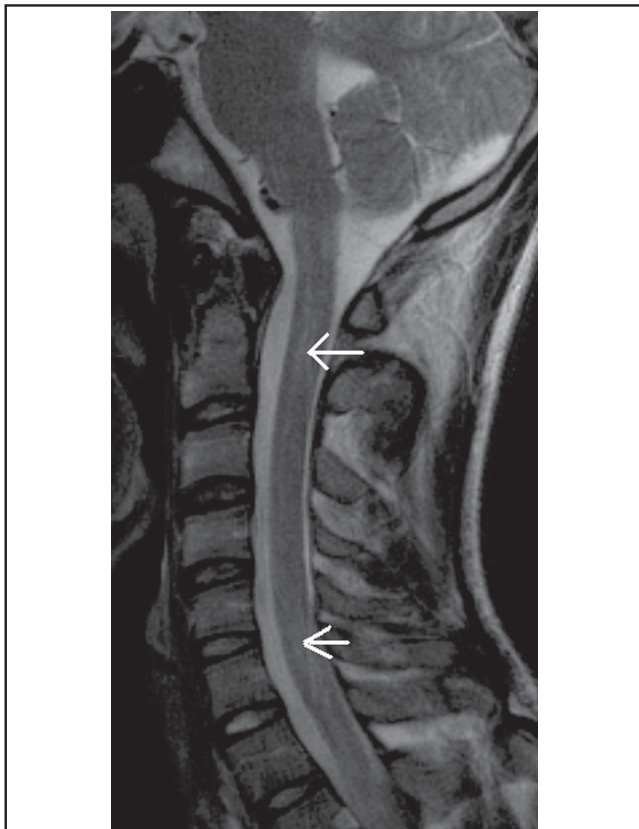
IRM médullaire - t 2 sagittale : lésions hyperintenses intra-médullaires discrètes situées en regard de C1-C2 et de C6.
